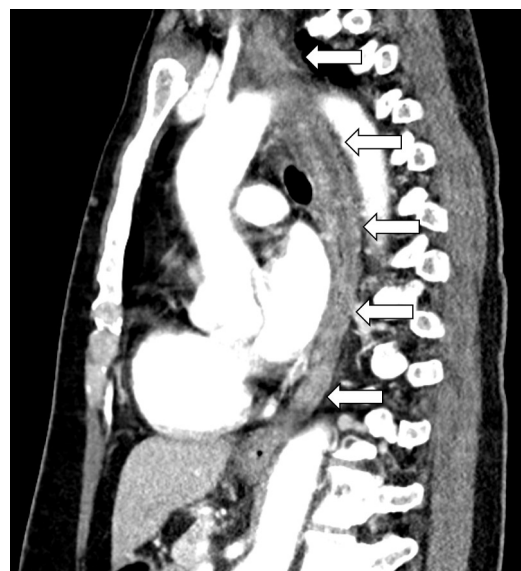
Chest computed tomography showing diffuse swelling of the esophagus (arrows).
